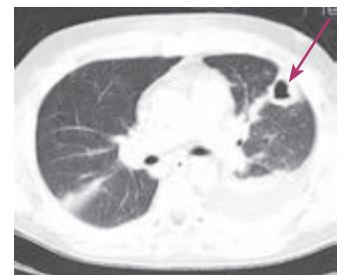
Спиральная компьютерная томография груди. Абсцесс левого легкого
